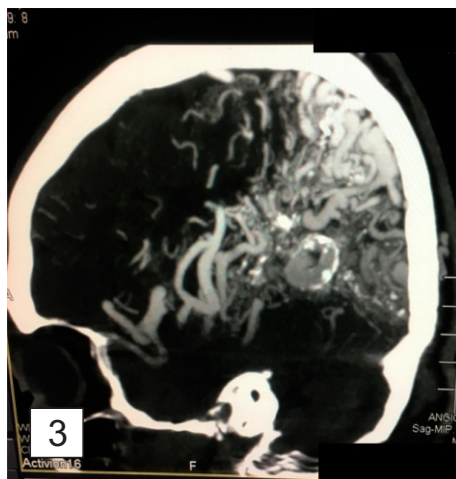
TAC Corte Sagital
